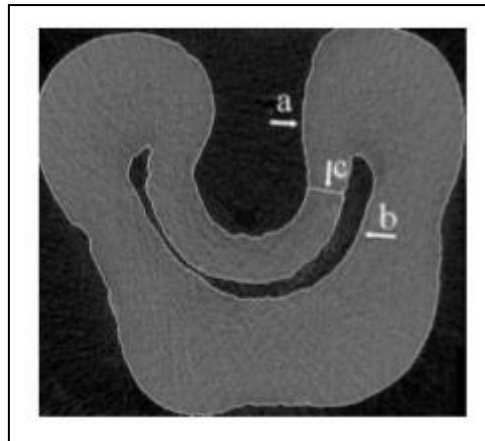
image μ -CT d'une coupe transversale au tiers moyen de la racine d'une deuxième molaire mandibulaire d'après Gao et coll. Peu de dentine sépare le canal radiculaire de la surface externe de la racine (a : surface externe de la racine, b : paroi interne du canal, c : paroi avec l'épaisseur minimale) (163).
